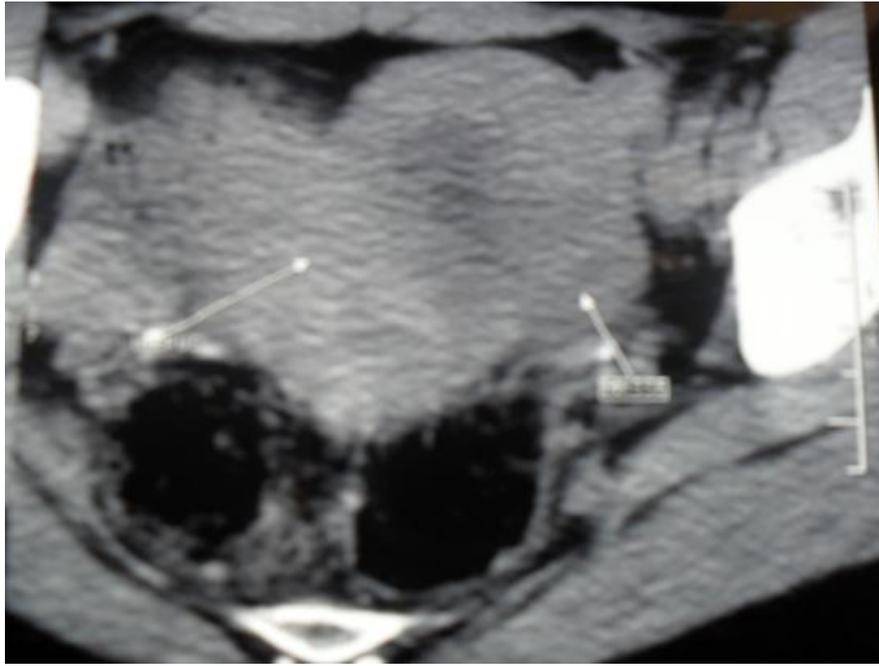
tumeur de la granulosa :TDM abdominopelvienne :masse pelvienne heterodense latero-uterine.
